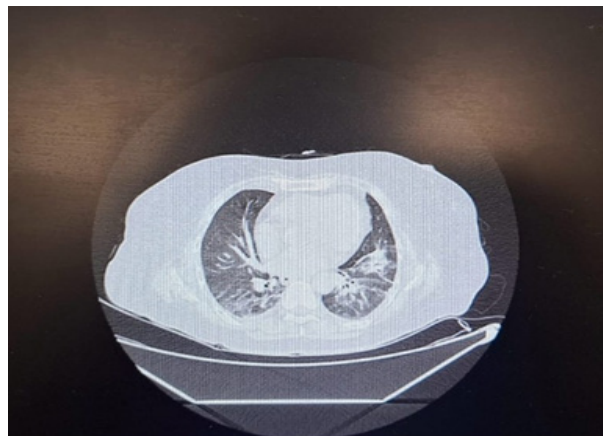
Tomografía de tórax sin contraste: (a) Corte transversal muestra tractos fibrosos y bronquiectasias bibasales.
